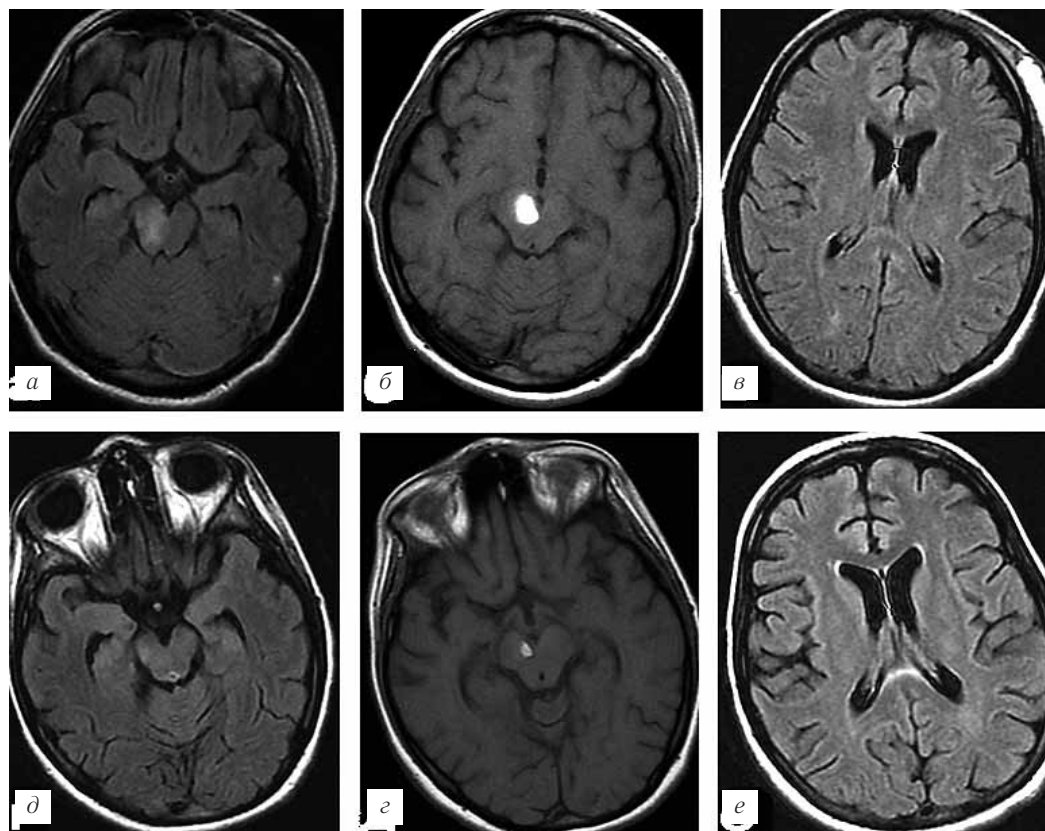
МРТ-исследования пациентки 23 лет с ДАП и неблагоприятным исходом (тяжелая инвалидизация, глубокий левосторонний гемипарез). При первом исследовании на 10-е сутки определяется очаг геморрагии в области правой ножки мозга и медиальных отделов правого зрительного бугра, участок изменения МР-сигнала от левых отделов валика мозолистого тела (а, в — T2-FLAIR, б — T1). При втором исследовании на 37-е сутки отмечается умеренно выраженная диффузная атрофия мозга, значительное уменьшение очага геморрагии в правой ножке мозга (г, е — T2-FLAIR, д — T1 режим). При третьем исследовании (77-е сутки) рутинные МР-данные мало отличались от данных второго МРТ (не представлены).
